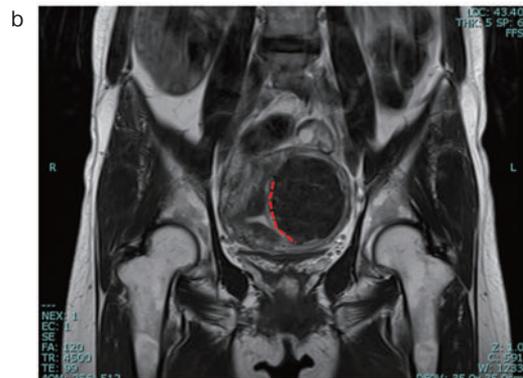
MEA前の骨盤部MRI T2前額断像。子宮内腔に突出する径7 cmの粘膜下筋腫を認める（点線部分が突出部位）。
